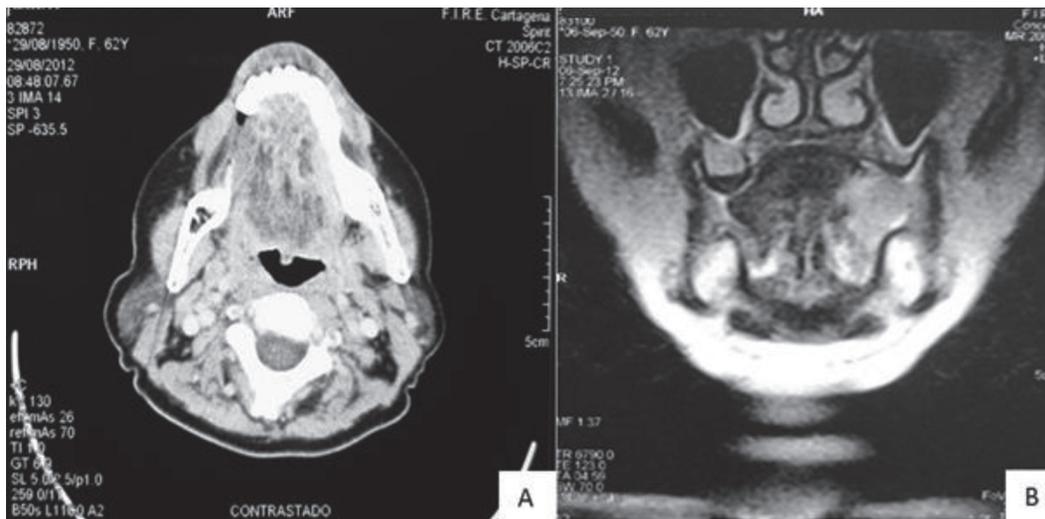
Paciente con diagnóstico de carcinoma escamocelular bien diferenciado infiltrante T3N0M0. Hallazgos en tomografía contrastada de cuello (A) y resonancia magnética con Gadolinio (B). Imagen en borde lateral de lengua izquierda con extensión ventral.
